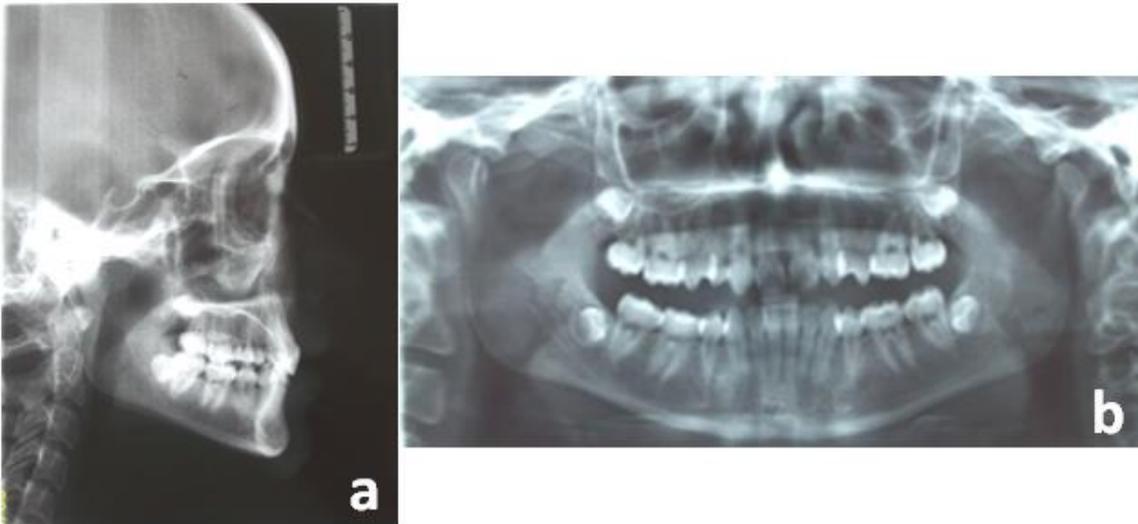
Bilan radiologique de début de traitement : (a) téléradiographie de profil, (b) Orthopantomogramme.
